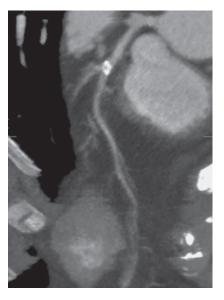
CT angiogram of the anterior interventricular artery.
